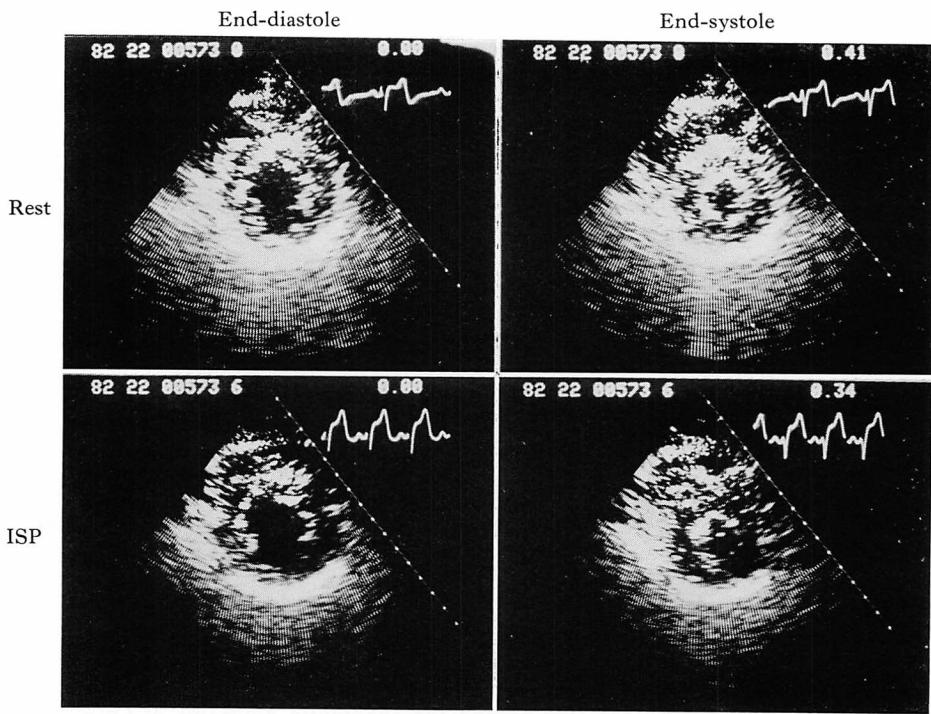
Cross-sectional echocardiograms of Case 1.
